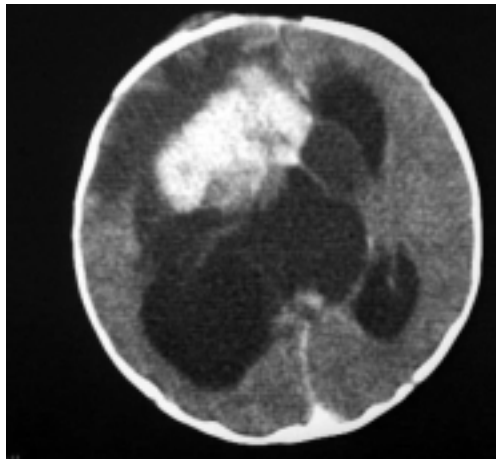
КТ ребенка в возрасте 5 дней с хориоидпапилломой, приведшей к развитию окклюзионной гидроцефалии, резистентных клонических парциальных, офтальмических и тонических судорог.
